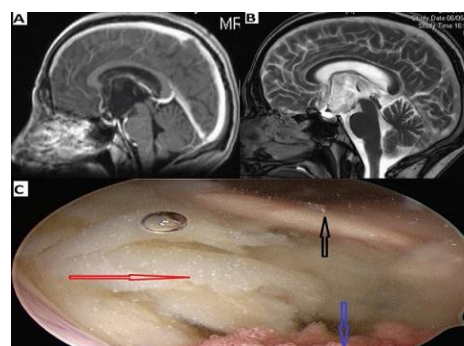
A): IRM cérébrale en coupe sagittale T1 objectivant une formation kystique du troisième ventricule en hyposignal, sans prise de contraste; B): IRM cérébrale en coupe sagittale T2 montrant le kyste du troisième ventricule en hypersignal; C): vue endoscopique montrant le foramen interventriculaire de Monroe droit, limité par le pilier antérieur du fornix en avant (flèche noire) et le plexus choroïde en arrière (flèche bleue), et la substance épidermoïde blanche nacré remplissant a rebord le troisième ventricule (flèche rouge)
